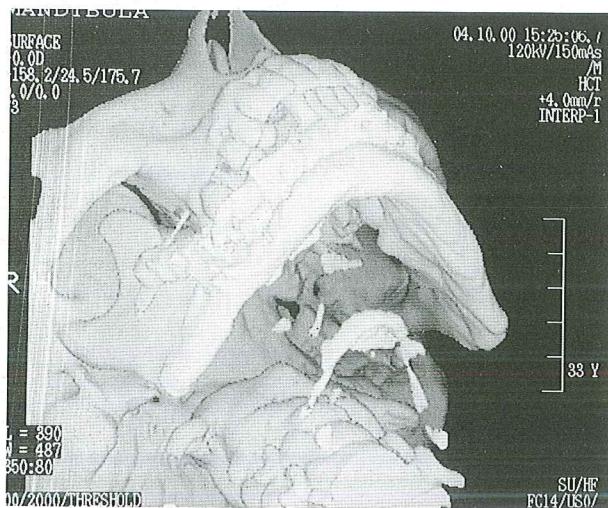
Semento-ossifye fibromanın (4 no'lu olgu) preoperatif 3 boyutlu bilgisayarlı tomografi görüntüsü: lobuler tarzda bukkal ve lingual ekspansiyon izlenmektedir.
